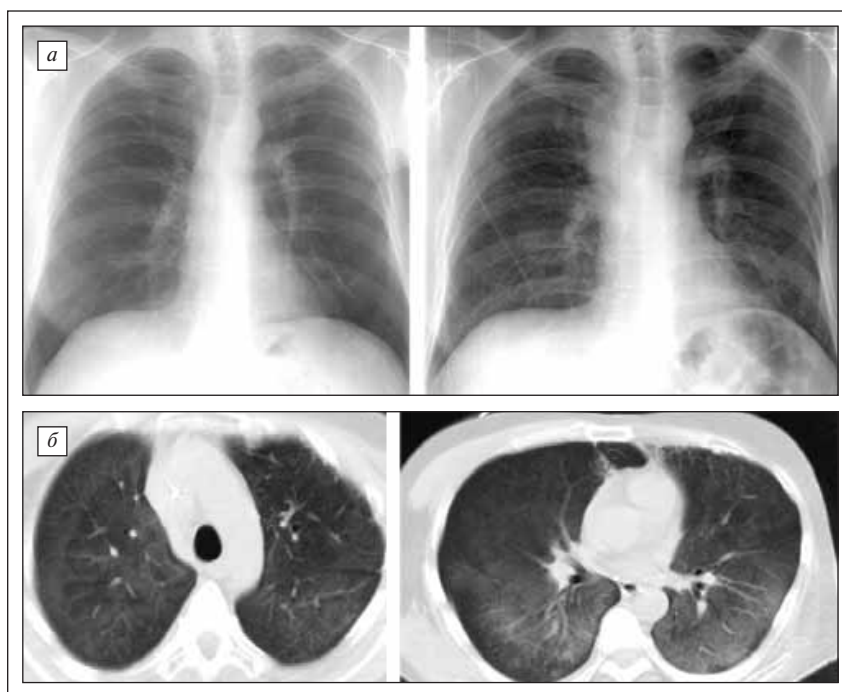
Больной М. Множественная миелома. а — обзорные рентгенограммы с интервалом 3 нед. В средостении — увеличенные лимфатические узлы. В нижних отделах легких рисунок усилен, малоинтенсивные участки уплотнения легочной ткани; б — компьютерные томограммы. Участки диффузного уплотнения легочной ткани типа «матового стекла» и плотные фокусы безвоздушной легочной ткани
